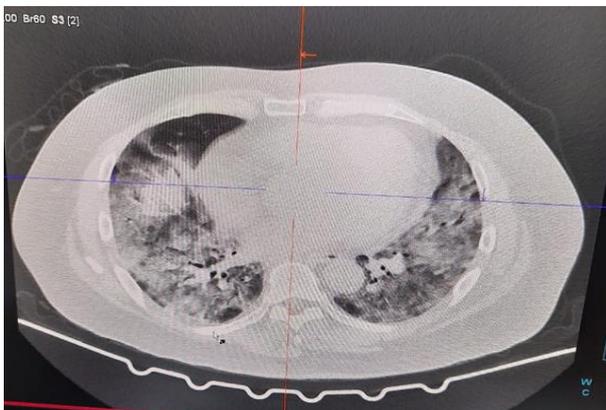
CT Scan Thoraks Hari ke-5
